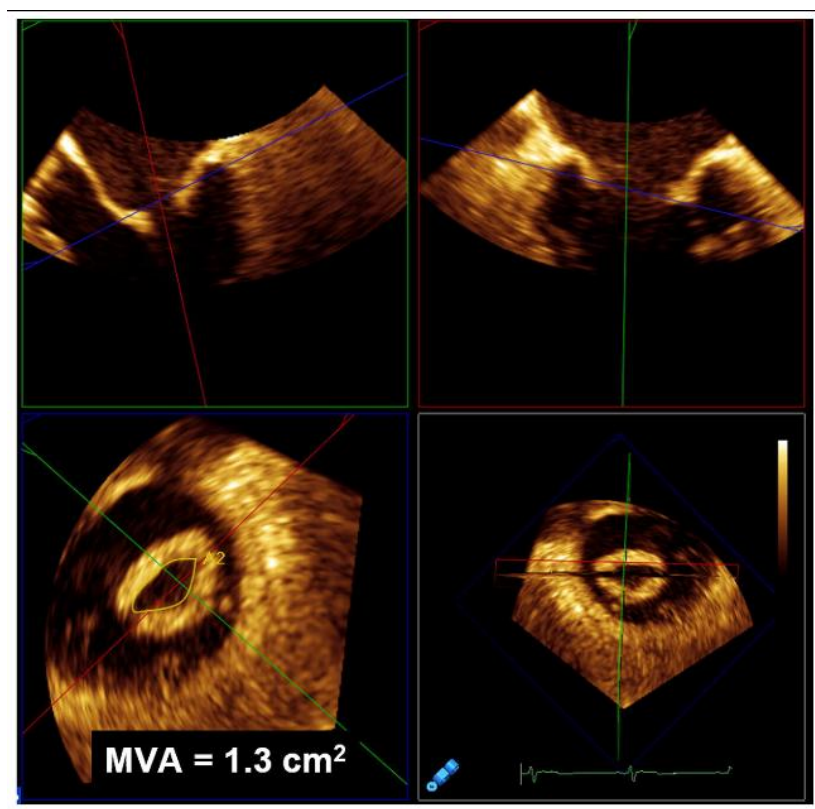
经食管3D 超声心动图局部放大成像，显示多平面重建的风湿性二尖瓣狭窄的图像（右下）。通过舒张中期最窄二尖瓣口的正交切面（左上、右上），取其垂直于最窄瓣口，显示二尖瓣面积 (MVA)测量的鸟瞰观（左下）。
